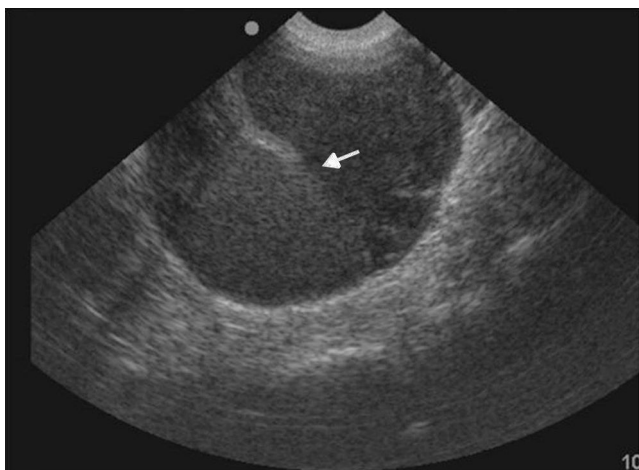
Ecografía endovaginal por dismenorrea evidencia una masa quística bien definida en el ovario, con ecos internos homogéneos, en suspensión, con un nivel líquido-líquido (flecha) y algunas imágenes ecogénicas lineales dependientes de su pared. Diagnóstico: endometrioma.
